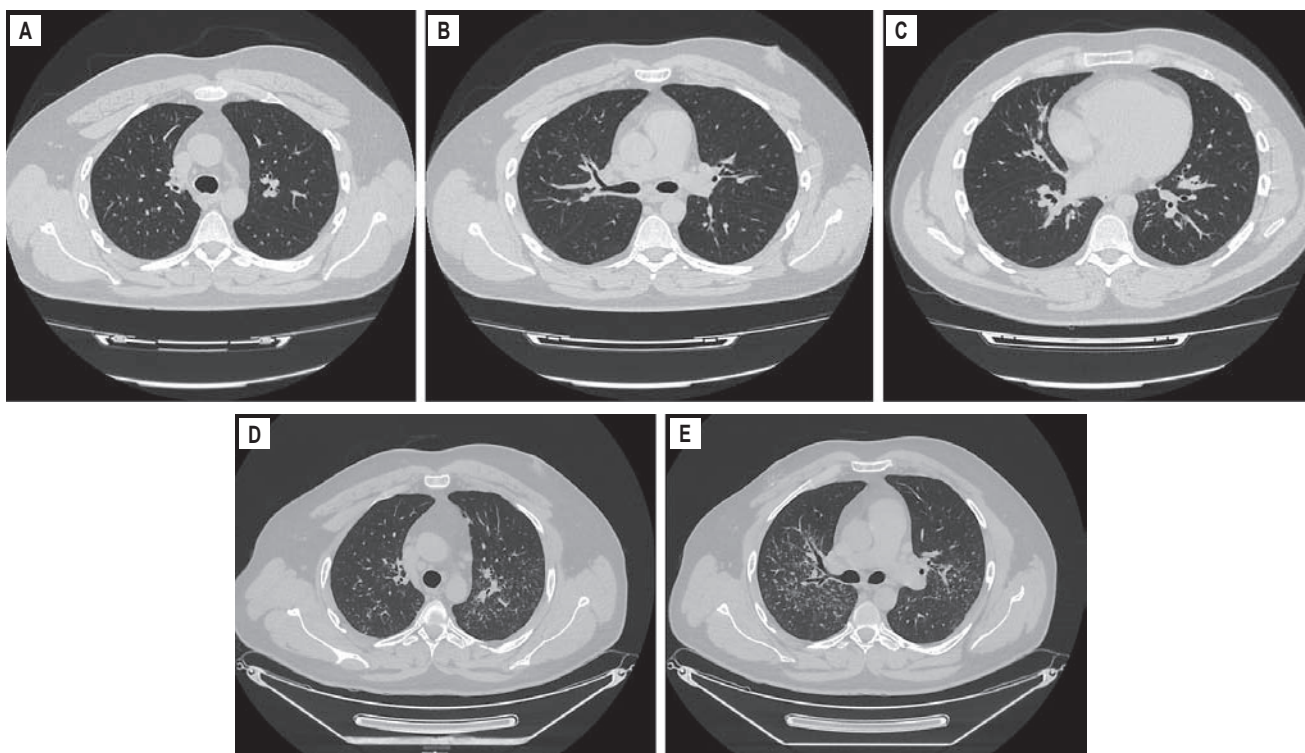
Сравнение результатов компьютерной томографии органов грудной клетки от января 2021 г. (А–С) и августа 2024 г. (D, E)
